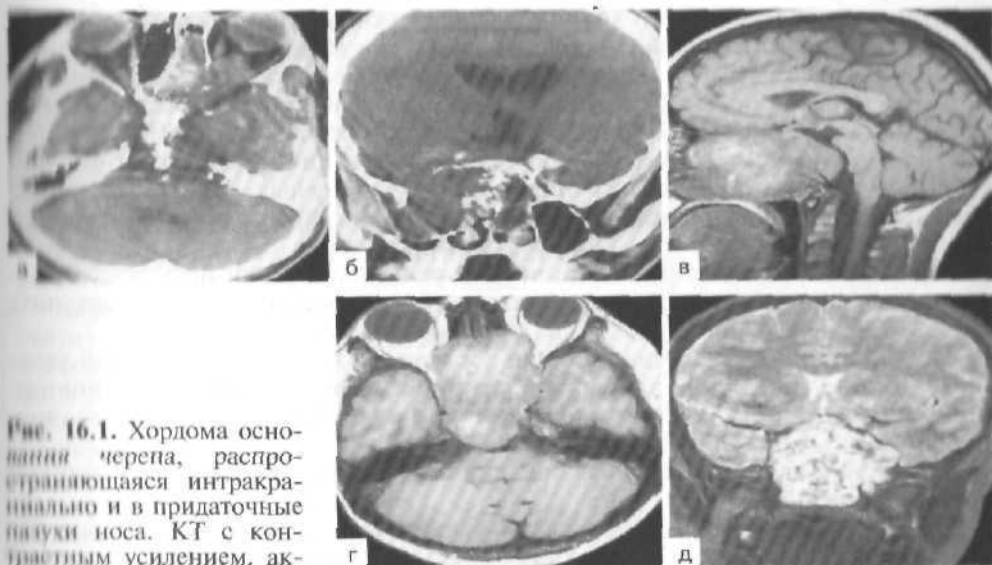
Хордома основания черепа, распространяющаяся интракраниально и в придаточные пазухи носа. КТ с контрастным усилением, аксиальная (а) и фронтальная (б) проекции. МРТ в режиме T_1 в сагиттальной (в) и аксиальной (г) проекциях, и в режиме T_2 с контрастным усилением, во фронтальной (д) проекции.
